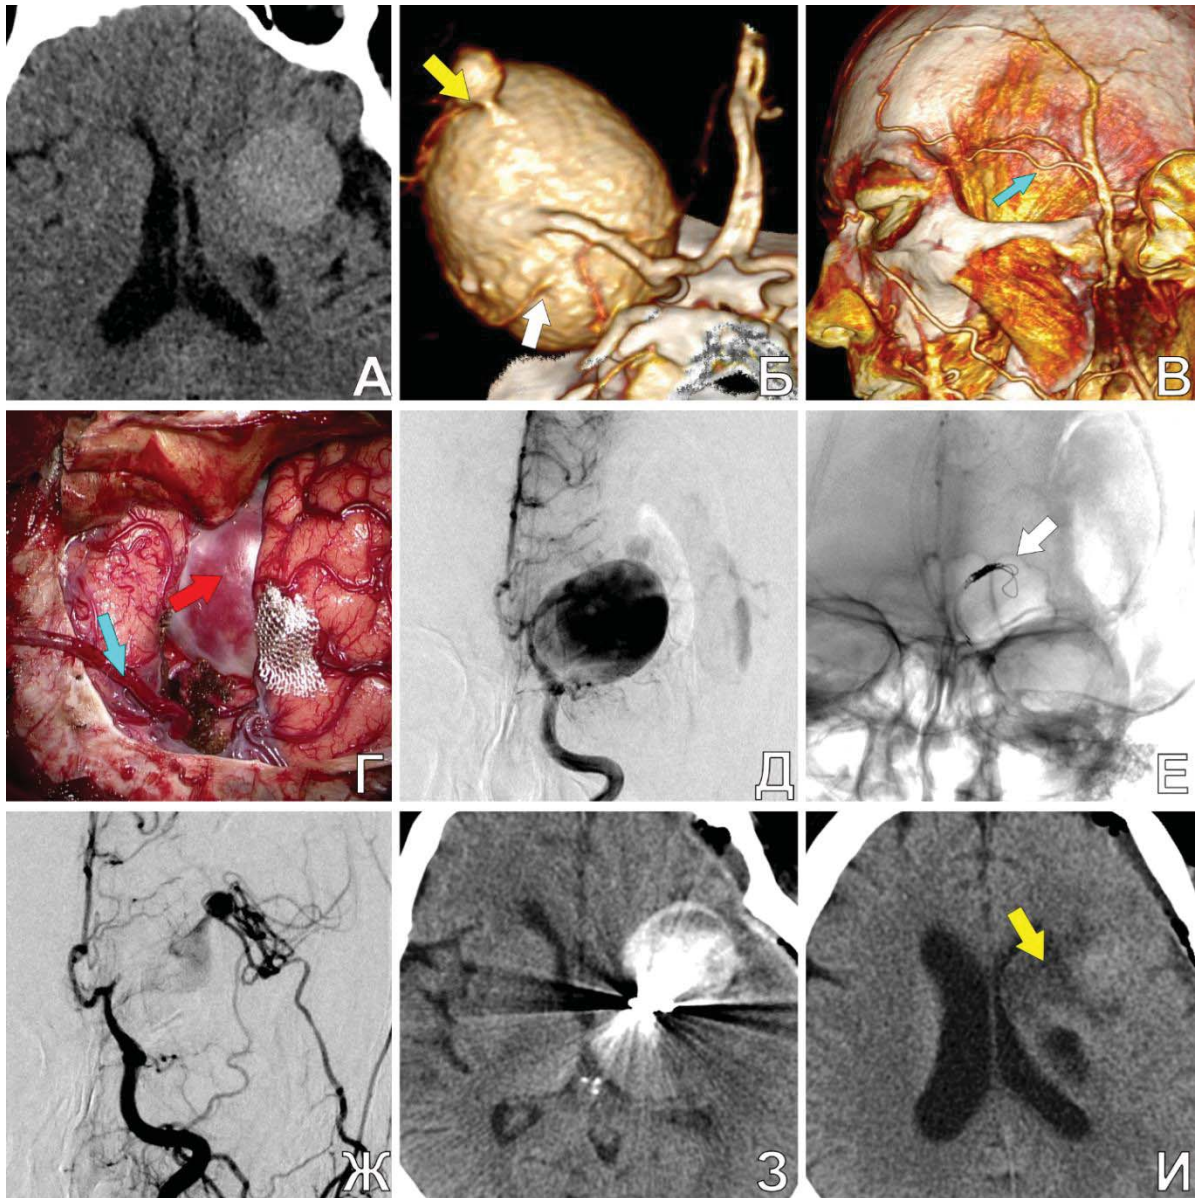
Комбинированная операция по поводу гигантской ФА бифуркации СМА слева у пациентки Н., 60 лет. А. КТ до операции: определяется ГА в области СЦ слева и очаг ишемии в области заднего бедра внутренней капсулы; Б. КТА до операции: определяется гигантская ФА бифуркации СМА слева. Белой стрелкой обозначен выходящий из аневризмы нижний М2-сегмент, желтой стрелкой указан верхний М2-сегмент, который в начальных отделах также имеет расширение; В. КТА скальпа: видна ПВА (указана стрелкой), доступная для одноствольного ЭИКМА в качестве артерии-донора; Г. интраоперационное фото: часть стенки ГА, выступающей в СЦ, указана красной стрелкой. Синей стрелкой указана ПВА, направляющаяся в СЦ к созданному анастомозу с верхним М2-сегментом СМА слева; Д. ЦАГ до окклюзии аневризмы; Е. краниограмма после введения двух спиралей (указаны стрелкой) в М1-сегмент СМА слева; Ж. хорошее контрастирование ЭИКМА и ветвей СМА слева после проксимальной окклюзии аневризмы спиральями; З, И. КТ головы п/о: желтой стрелкой указана новая зона ишемии, появившаяся в результате тромбирования вместе с аневризмой нижнего М2-сегмента СМА слева
